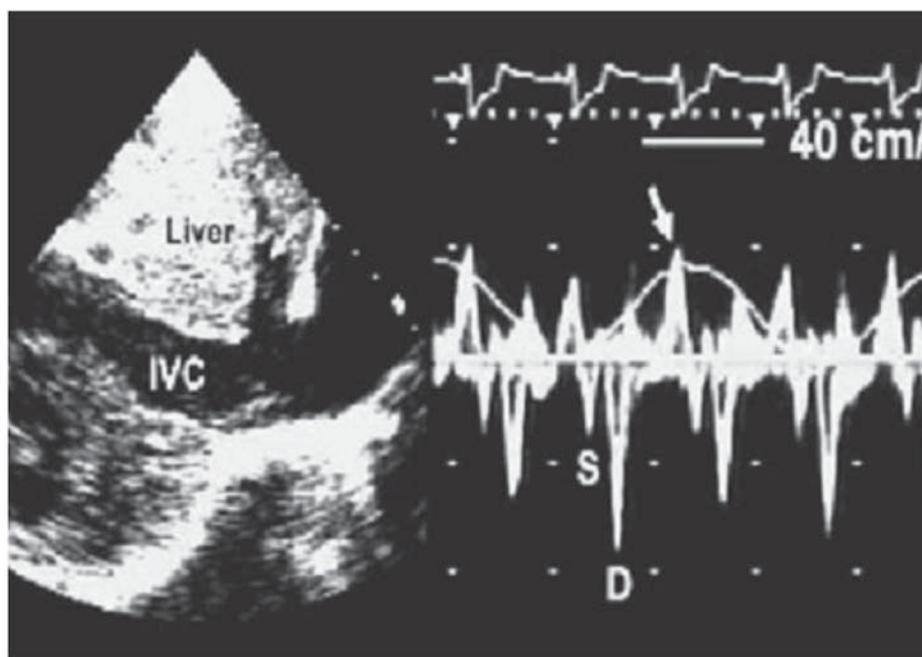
Застой в системе нижней полой вене (IVC) у больного с тампонадой сердца (двухмерная эхокардиография, субкостальный доступ). Допплер-эхокардиография (справа) выявляет повышенный печеночный венозный диастолический обратный поток; S – систола, D – диастола (Tsang T.S., 2000)
